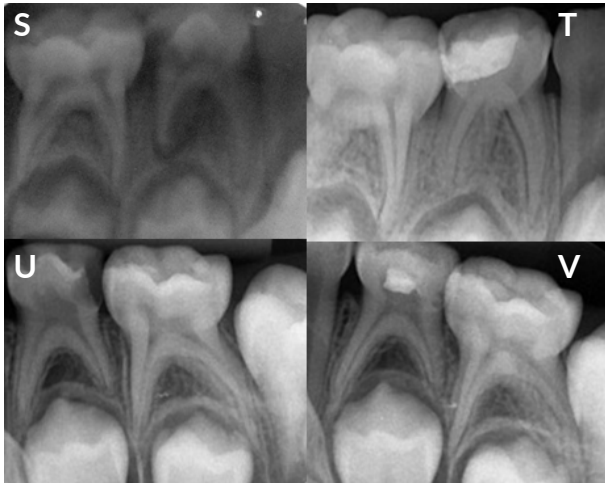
S) Paciente de 6 años, radiografía del diente 85, con lesión cariosa profunda. T) Radiografía del diente 85 después de 3 semanas de pulpotomía con HC. U) Paciente de 7 años, radiografía del diente 74 con lesión cariosa profunda. V) Después de 7 semanas de pulpotomía con HC.
